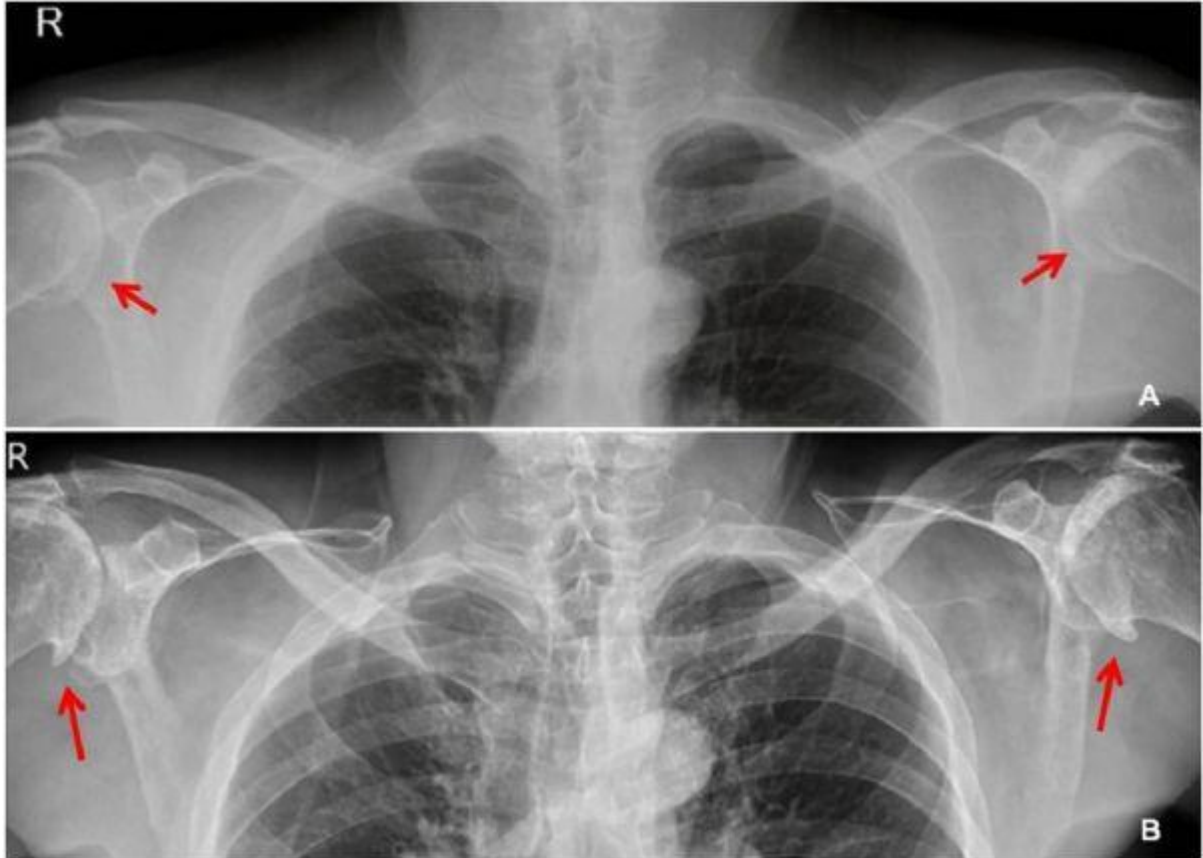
X-ray of shoulders before COVID-19. A plain X-ray of the shoulders showed a normal joint space. Figure B: X-Ray of shoulders post-COVID-19. A plain X-ray of the shoulders showed narrowed joint space, subchondral sclerosis, marginal osteophyte formation, and subchondral cyst formation.
